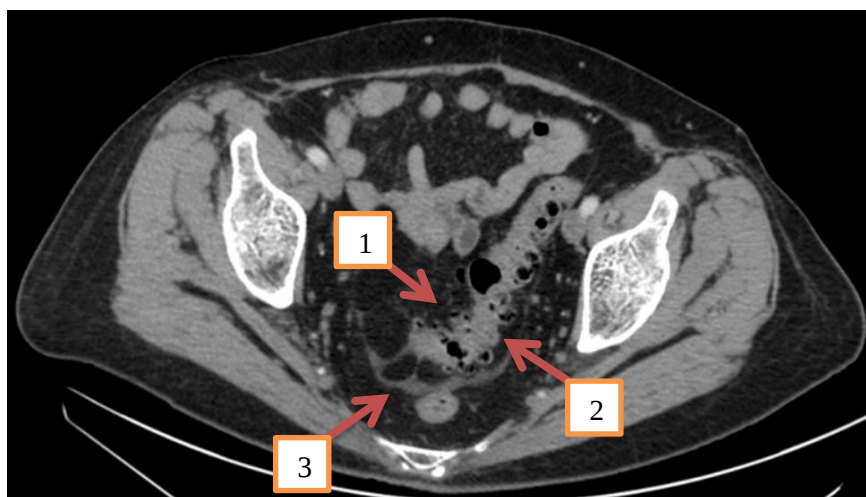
Пациент Л., 75 лет. КТ, аксиальное изображение сигмовидной кишки над уровнем входа в малый таз. Артериальная фаза усиления. Воспаленные дивертикулы сигмовидной кишки – стрелка 1. Утолщенная стенка сигмовидной кишки – стрелка 2. Наличие параколического инфильтрата – 3. Умеренное накопление контрастного вещества в стенке сигмовидной кишки.
